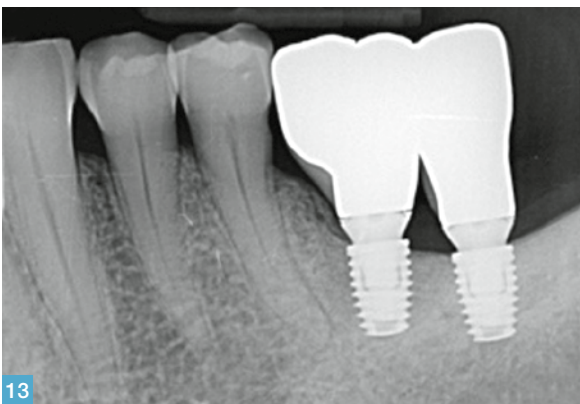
Radiografia di controllo alla consegna della protesi. Fig. 14 Visione oclusale delle corone 4.6-4.7.
